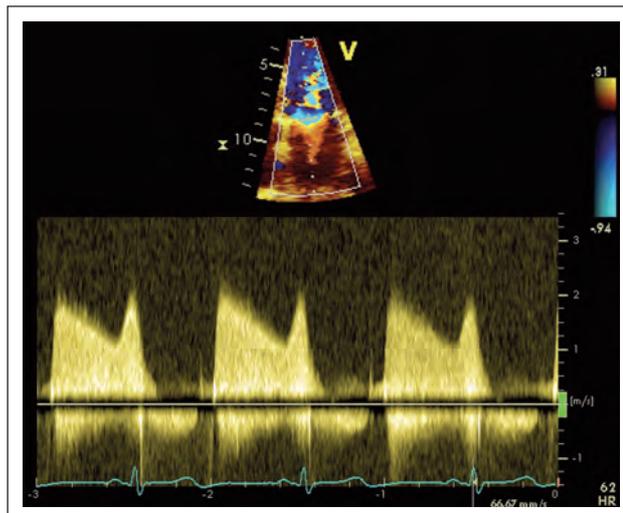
CW-Doppler-Signal des transmitralen Einflusses bei hochgradiger Mitralklappenstenose (apikaler Vierkammerblick)
